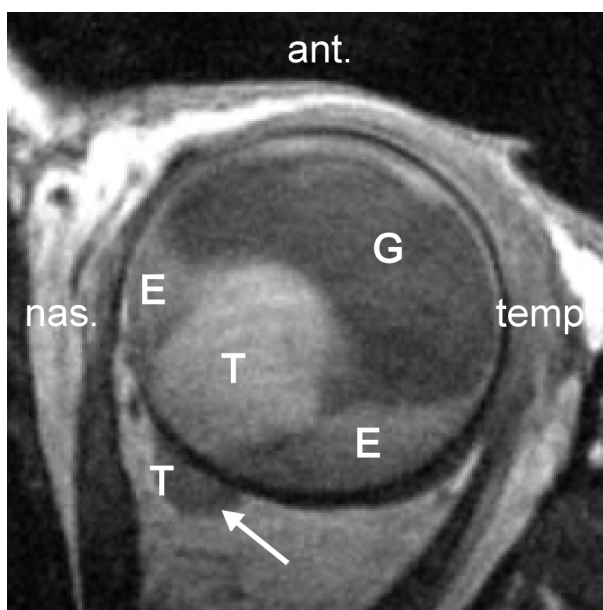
Aderhautmelanom mit retroorbitalem Tumor, MRT-Schicht T1-gewichtet nach Kontrastmittelgabe (T=Melanom mit retrobulbärem Anteil (Pfeil), G=Glaskörper, E=subretinale Effusion)
